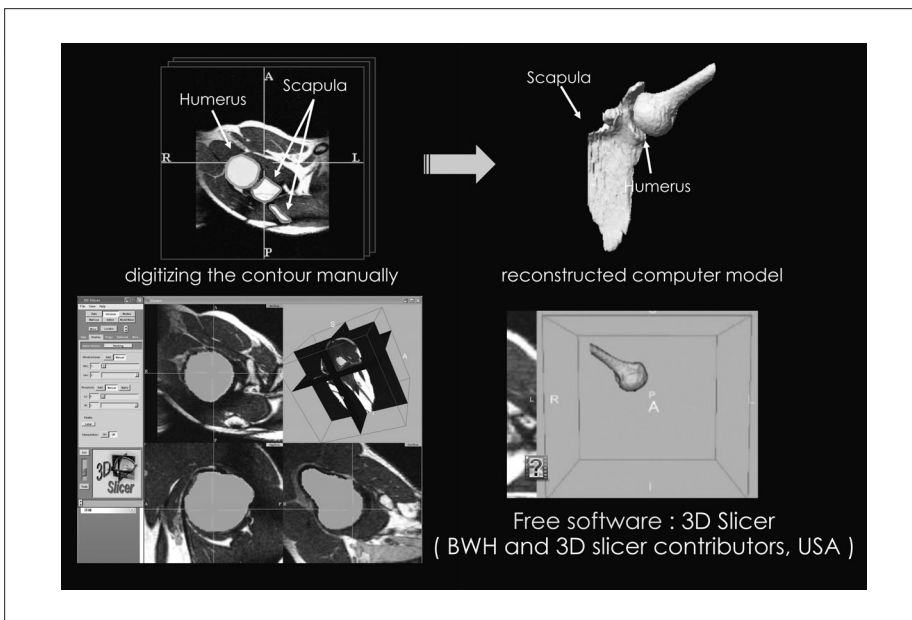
CT画像とMRIをベースにしたモデル (P.26にカラー図)
